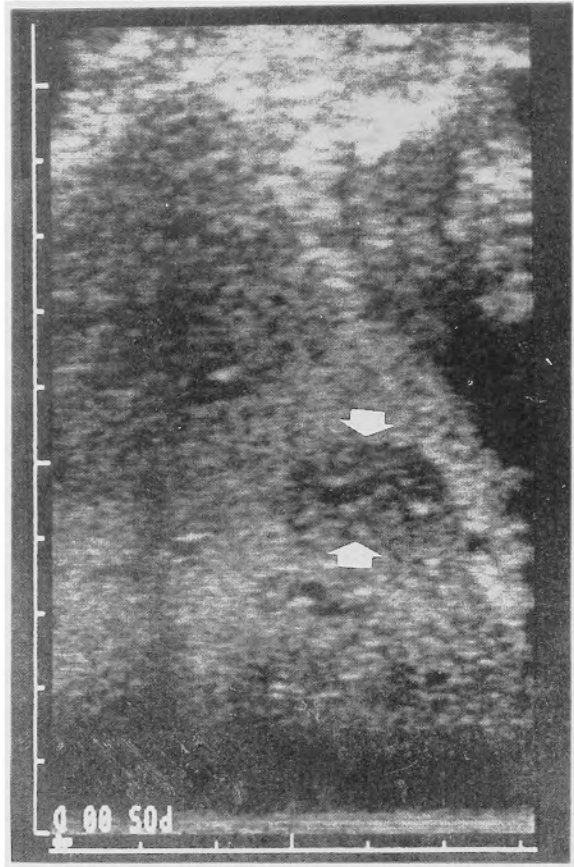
Ultrasonogram of the cavernous hemangioma of the liver
